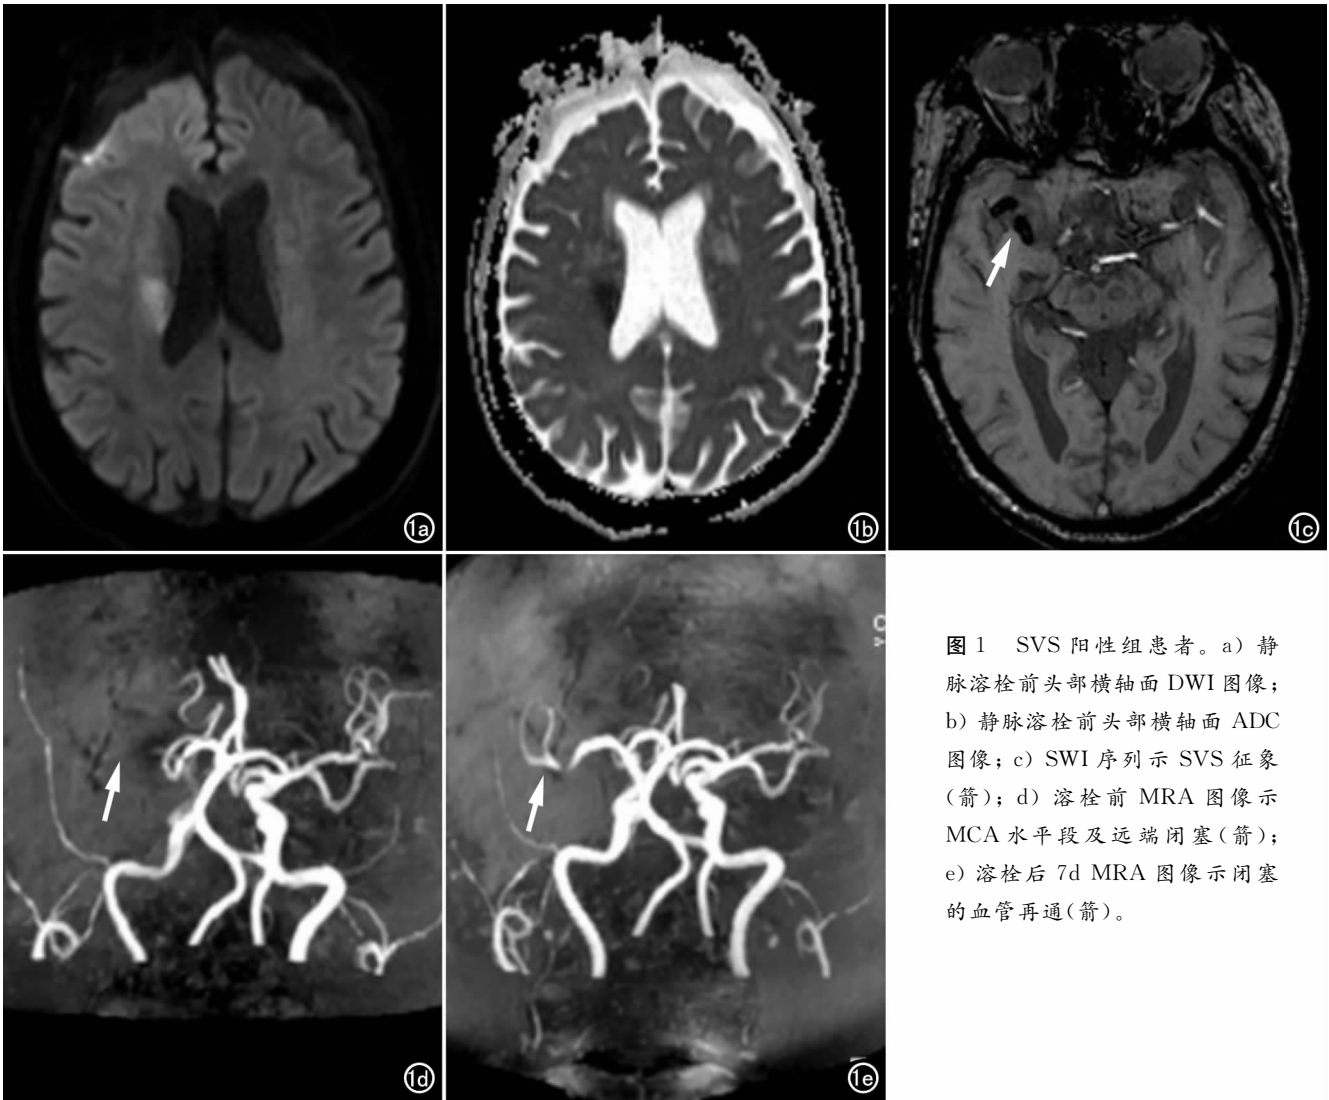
SVS 阳性组患者。a) 静脉溶栓前头部横轴面 DWI 图像；b) 静脉溶栓前头部横轴面 ADC 图像；c) SWI 序列示 SVS 征象(箭)；d) 溶栓前 MRA 图像示 MCA 水平段及远端闭塞(箭)；e) 溶栓后 7d MRA 图像示闭塞的血管再通(箭)。
